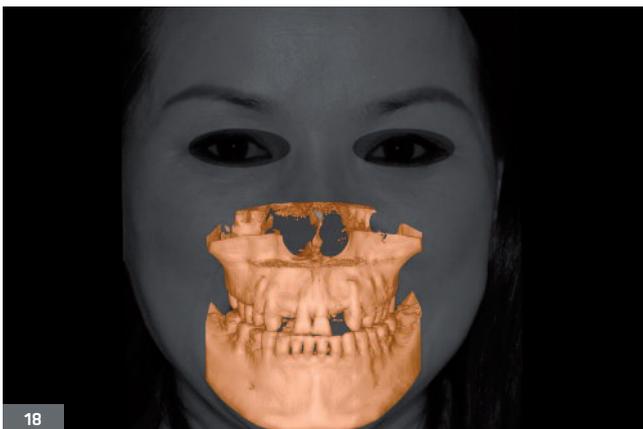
Réalisation d'un examen d'imagerie médicale 3D à visée diagnostique pré-implantaire (CBCT).
